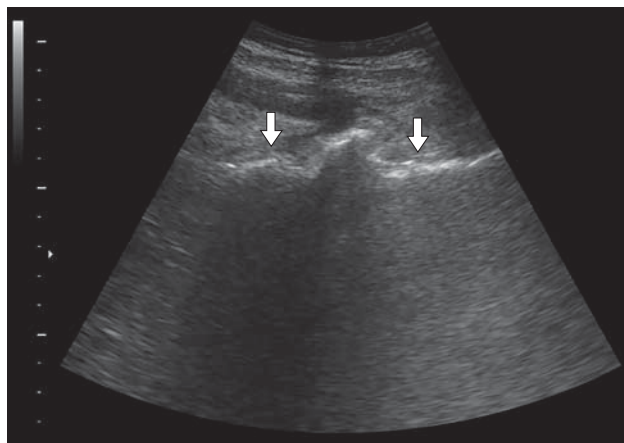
УЗИ брюшной полости. 1-е сутки после гемиколэктомии. Линейная эхоструктура, соответствующая оставленному полотенцу (стрелки).
